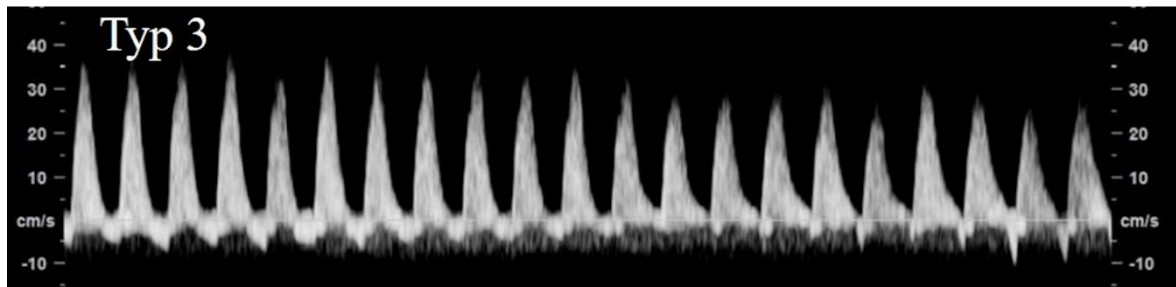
Doppler der A. umbilicalis mit abwechselnd positivem und umgekehrtem Fluss (Steiner H, Schneider K-T, Dopplersonographie in Geburtshilfe und Gynäkologie. 4. Auflage, Berlin, Deutschland, Springer-Verlag GmbH, 2018)
